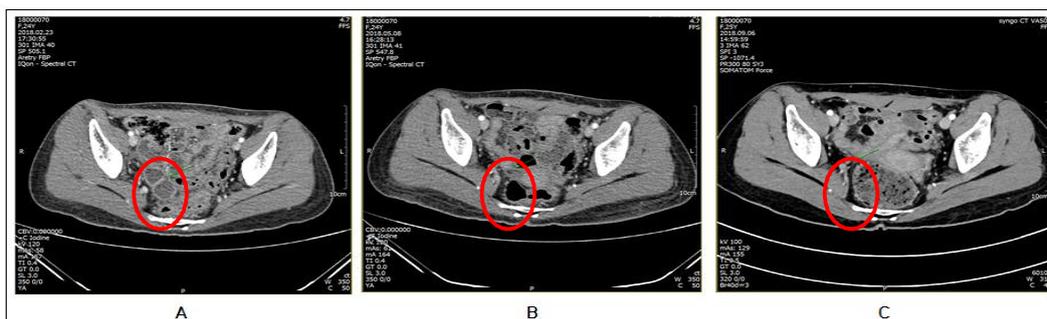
Comparison of computed tomography images : taken february, may and september 2018. A. 2018-02-26 CT pelvis & abdomen (Uro & GY) + 3D (contrast)
